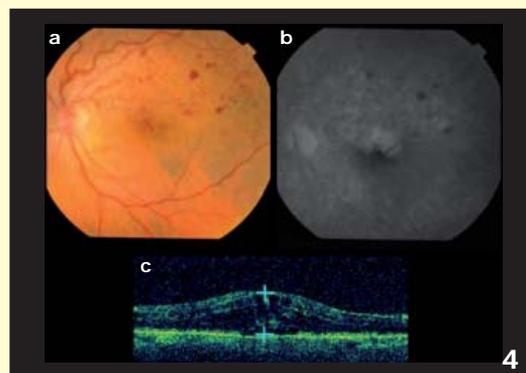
a,b: Aspecto funduscópico del OI de la paciente a los 7 días de la capsulotomía Nd: Yag; c: Tomografía de coherencia óptica de la mácula del OI. Se objetivó un edema macular con 572µ de espesor foveal
